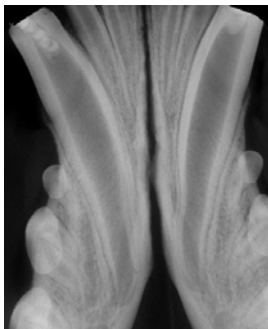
b: Kontrolliröntgen onnistuneesta juurihoidosta vuoden kuluttua: Periapikaalireaktio on parantunut.
